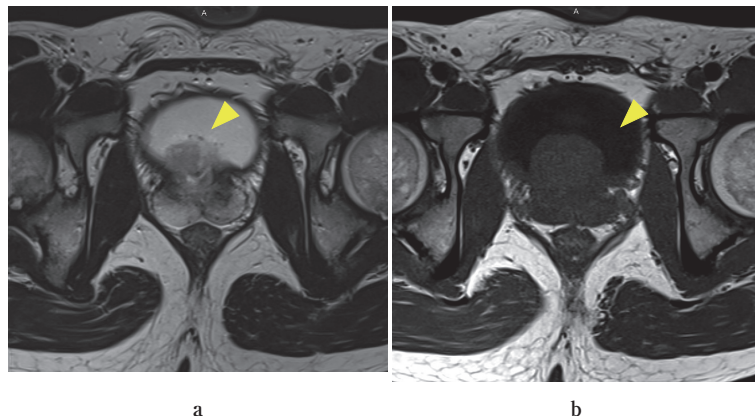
A: MRI shows low density on both T1-(a) and T2-(b) weighted images of the prostate.
